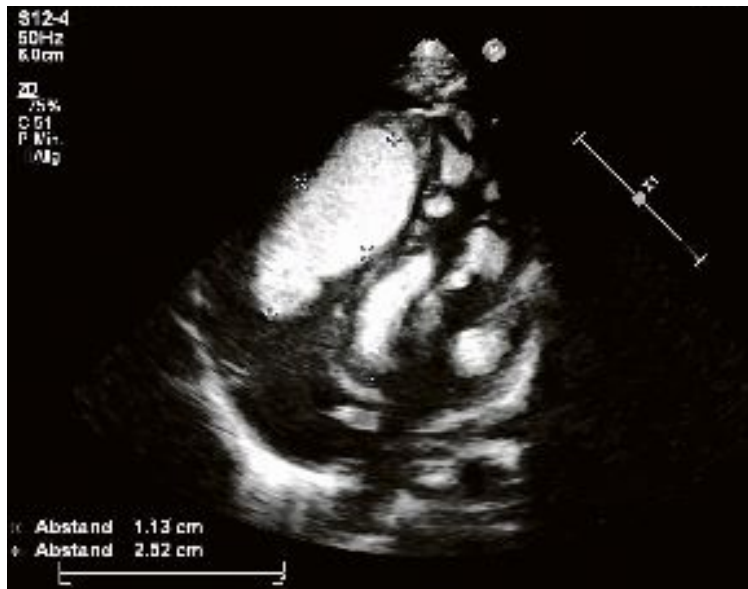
Multiple Rhabdomyome bei einem Neugeborenen. Echokardiogramm, 4-Kammer-Blick: Ein sehr großer Tumor im rechten Ventrikel, multiple kleinere Tumore im linken Ventrikel. © Lindinger
